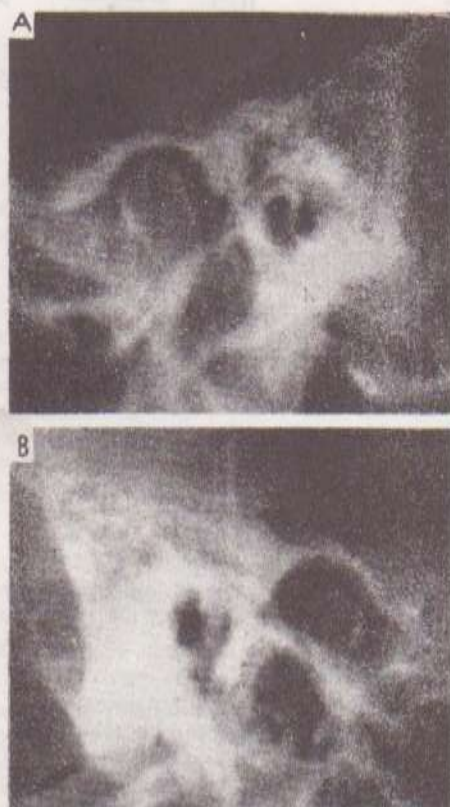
Radiografías de la articulación temporomandibular en incidencia Schuller pertenecientes a una enferma que consultó por una otopatía crónica. A: Códilo normal. B: Códilo hipoplásico. No existían alteraciones de la función masticatoria.
